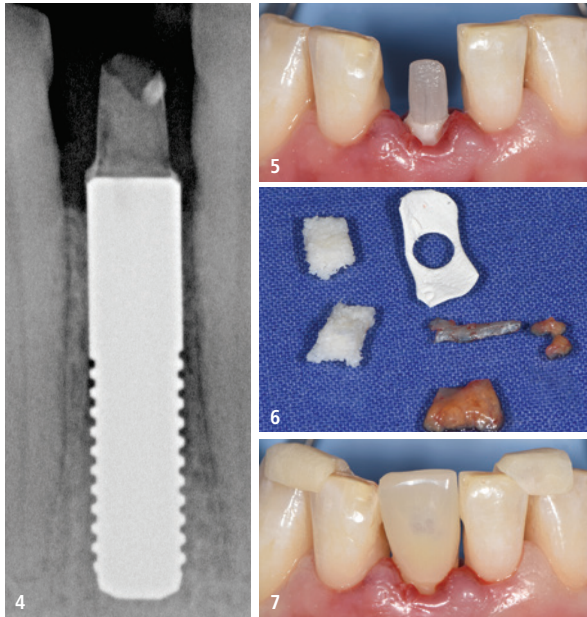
Röntgenaufnahme unmittelbar nach Insertion. – Abb. 5: Zementierter Glasfaserstift. – Abb. 6: Bio-Oss Collagen®, resorbierbare Bio-Gide® Membran (beide Geistlich) und Bindegewebs-Transplantat. – Abb. 7: Provisorische Krone.
